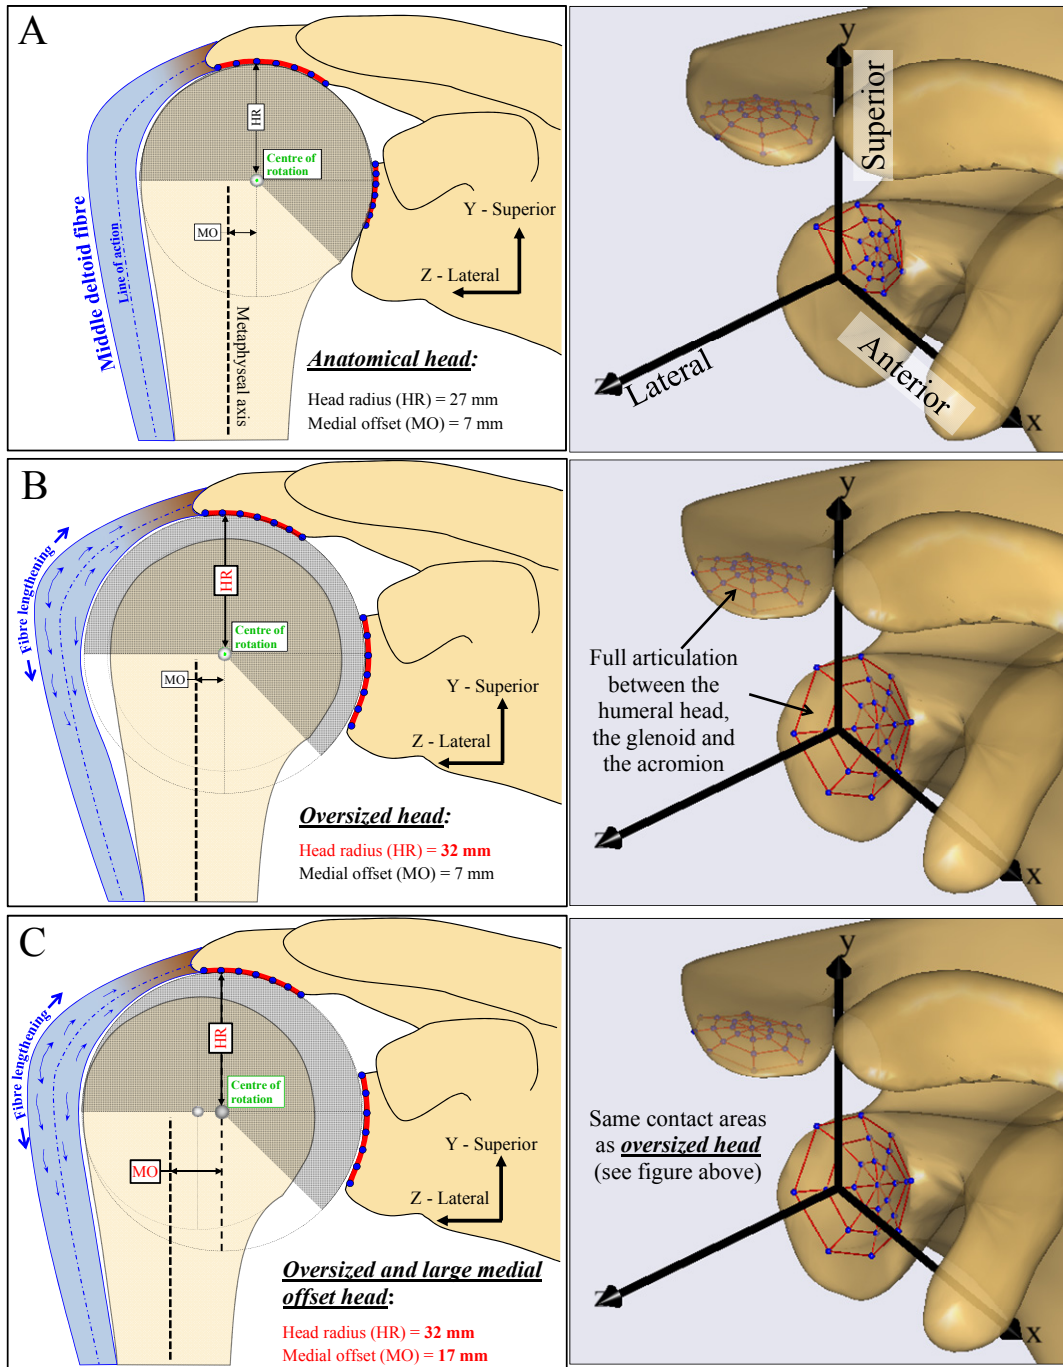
(left) 2D schemes of the prosthetic head geometries (A: “anatomical”, B: “oversized”, C: “oversized with large MO”). Note how the oversized and “oversized with large MO” prostheses influence the line of action of the deltoid, compared to the anatomical prosthesis. (Right) Contact surfaces on the scapula in the three-dimensional CTA model. The contact nodes are shown in blue and the coordinate system of the glenoid is shown in black.
